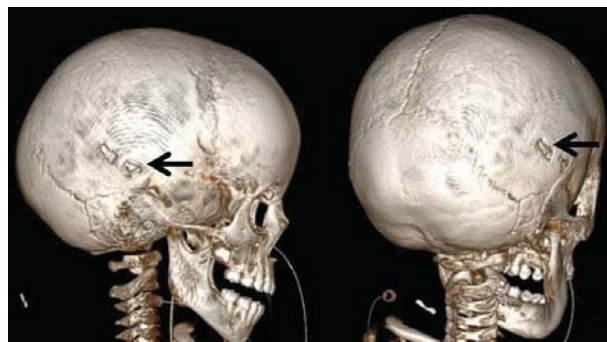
Компьютерная томография с 3D реконструкцией черепа ребенка при госпитализации
